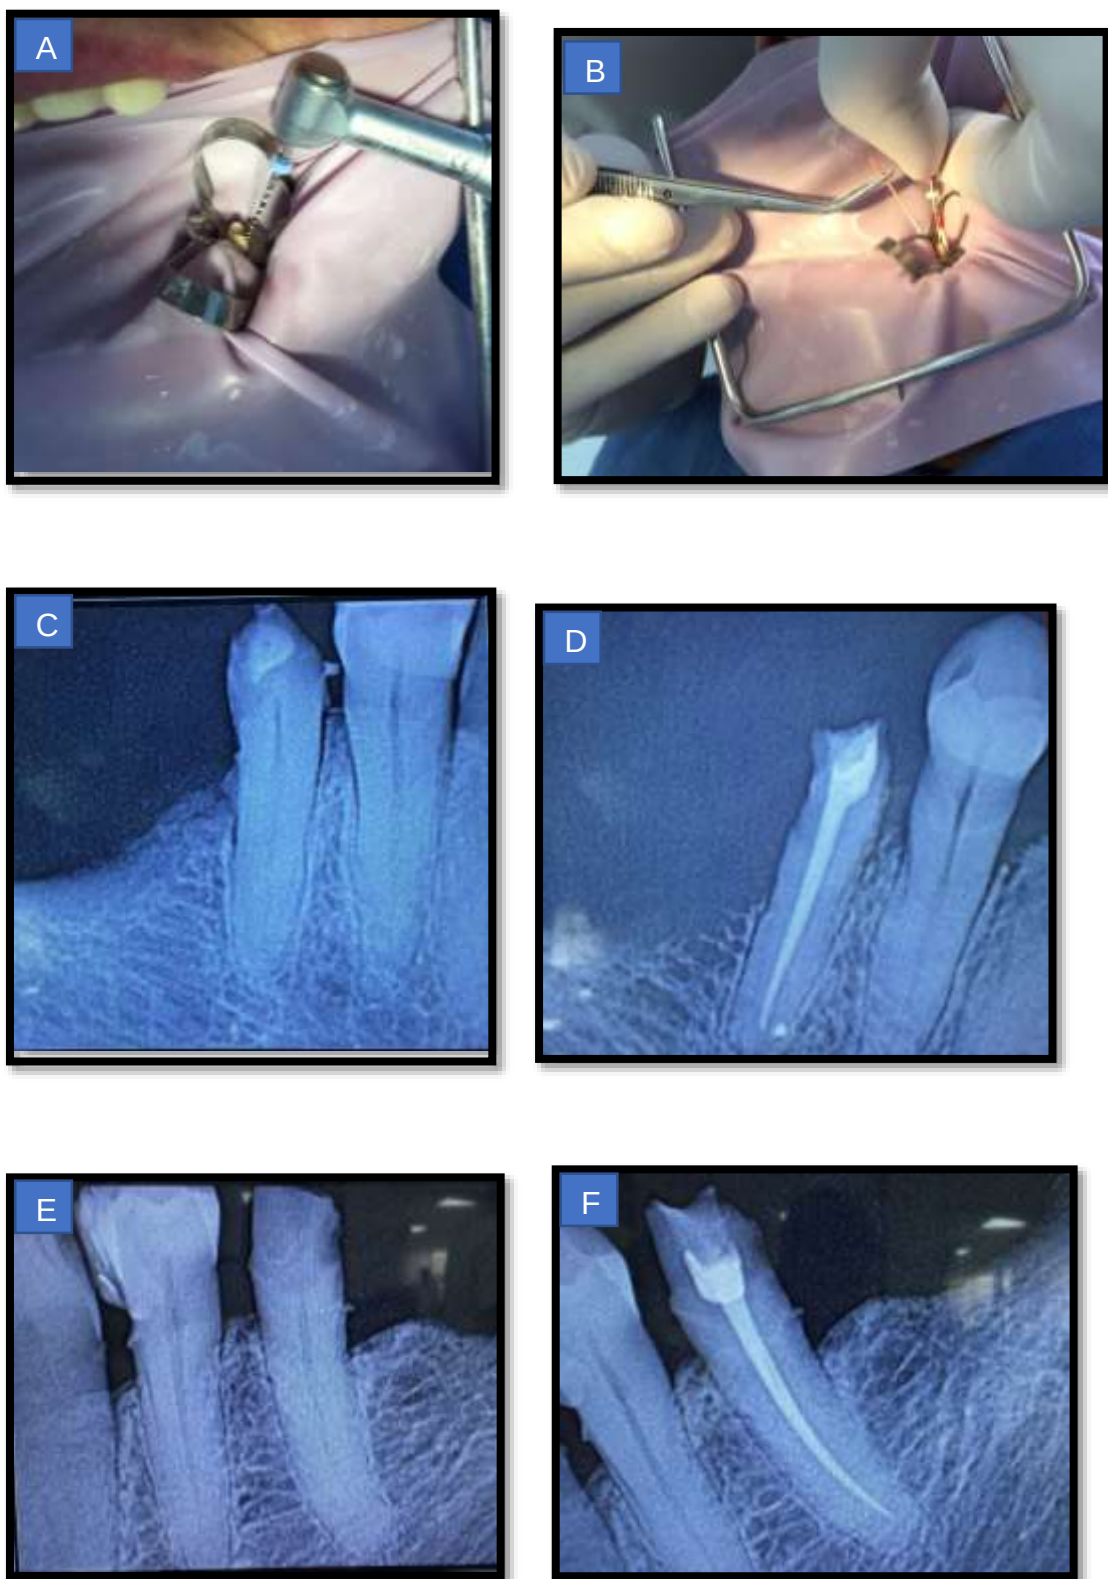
Endodoncias diente 3.5 y 4.5 A) Instrumentación con Protaper-Next, diente 3.5 B) Obturación diente 3.5 con conos accesorios B y sealapex. C) Radiografía Inicial
